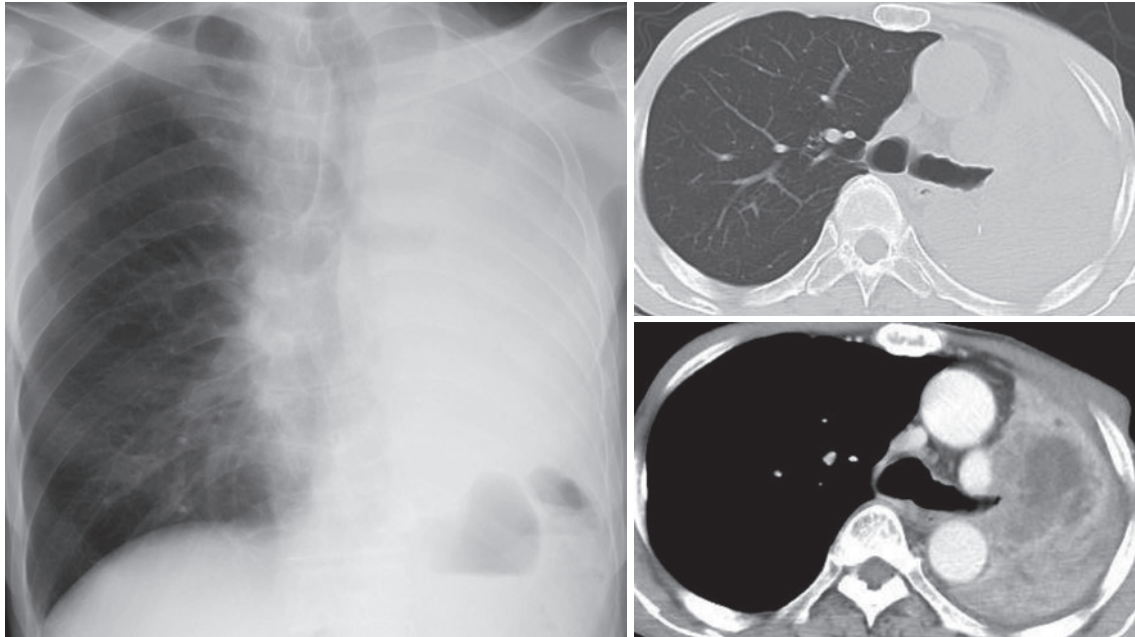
ニボルマブ投与前画像所見. 胸部X線写真では左肺野の透過性低下が認められた. 胸部造影CTでは内部壊死を伴う左肺門部腫瘍の増大を認め, 腫瘍より末梢側は無気肺となっていた.
